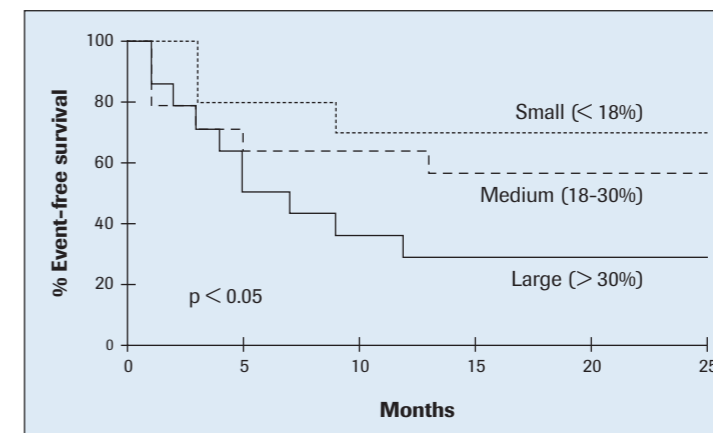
Sopravvivenza libera da eventi (decorso clinico senza morte cardiaca, reinfarto, scompenso cardiaco, stroke o angina instabile che abbiano richiesto l'ospedalizzazione) in pazienti raggruppati a seconda dell'estensione dell'infarto determinata attraverso la risonanza magnetica. Da Wu KC, et al. Prognostic significance of microvascular obstruction by magnetic resonance imaging in patients with acute myocardial infarction. Circulation 1998; 97: 765-772.
